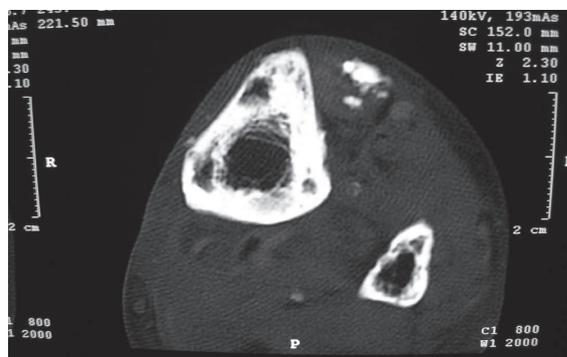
Calcificaciones típicas tras la Radioterapia en la TAC.
